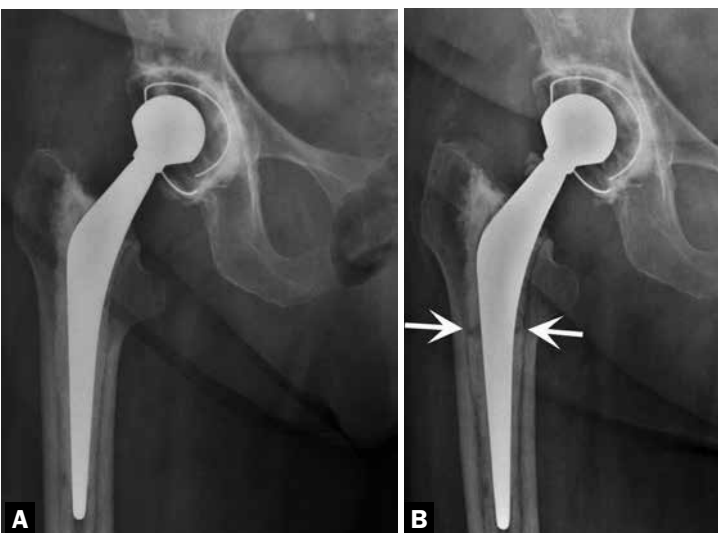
Radiografias seriadas de artroplastia total cimentada do quadril, com um mês (A) e com dois anos e meio (B) de pós-operatório, com fratura do cimento (setas), confirmando diagnóstico de soltura.
